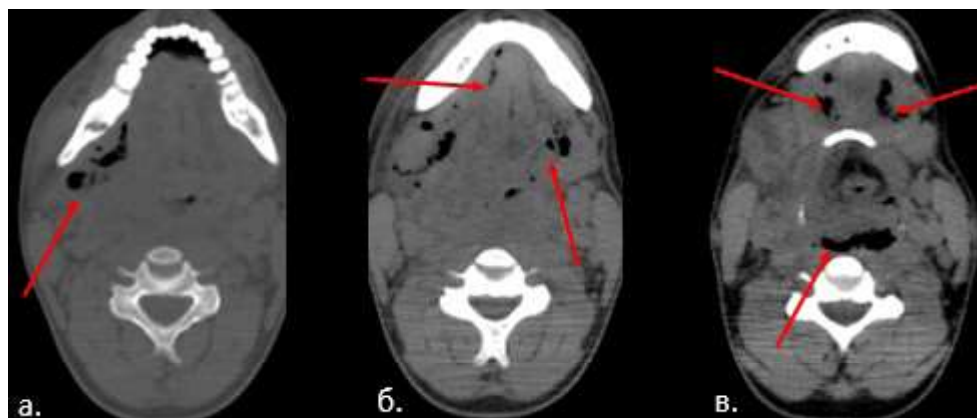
КТ, аксиальная плоскость: а – обширный жидкостный участок уплотнения с газовыми включениями в жевательном пространстве справа, б – наличие подобных изменений в поднижнечелюстном пространстве справа и слева, в – обширные жидкостные участки уплотнения с газовыми включениями в поднижнечелюстном пространстве справа и слева, а также в заглоточном пространстве с сужением просвета гортаноглотки
